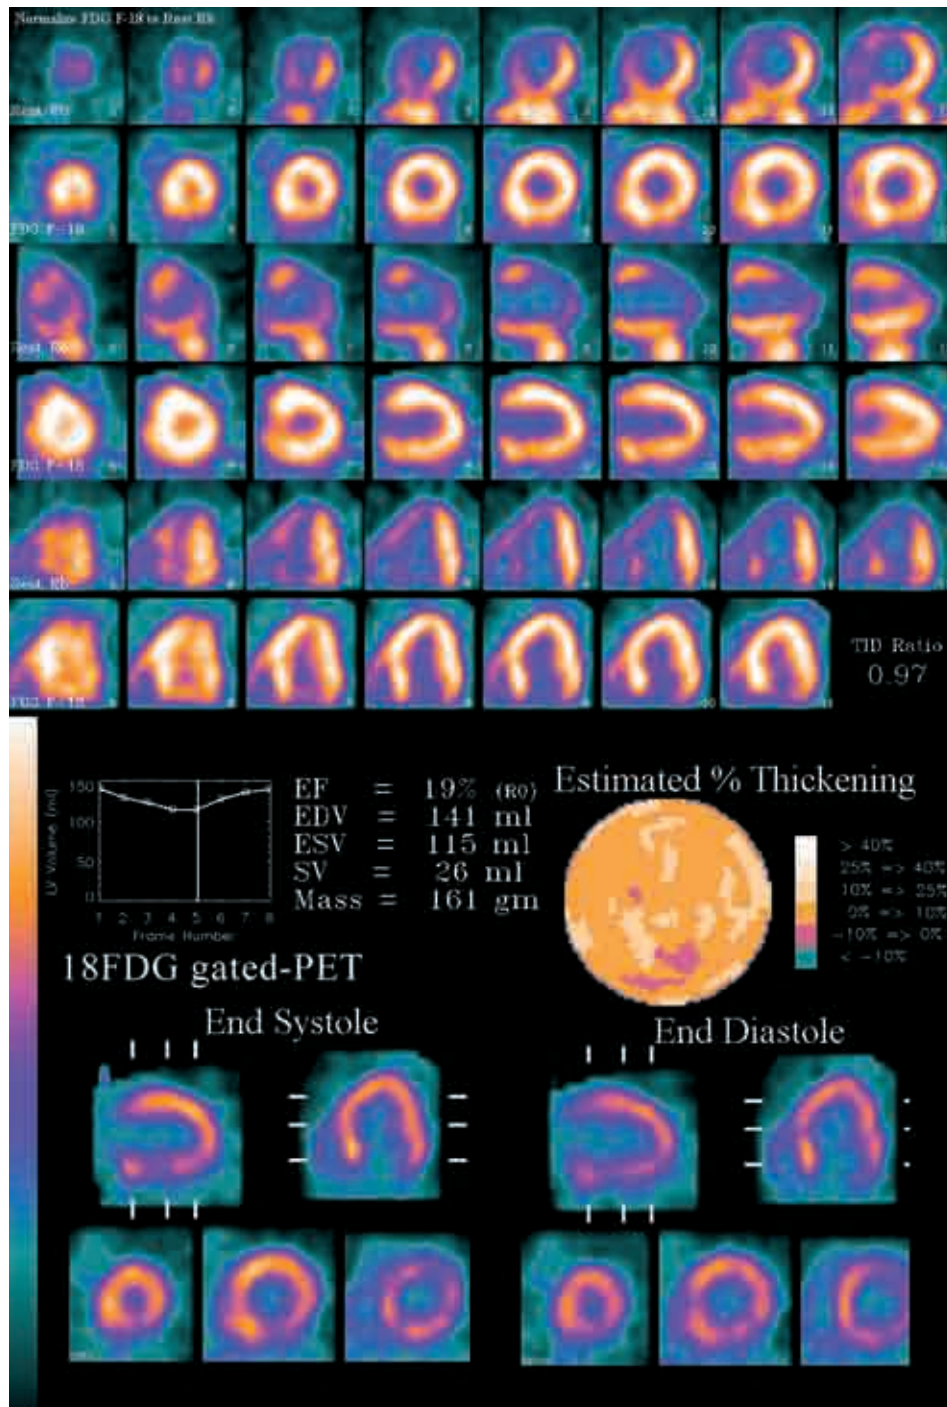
Metodología del cálculo de la fracción de eyección de la gated-PET de perfusión miocárdica con la metodología de Emory Cardiac Toolbox.
